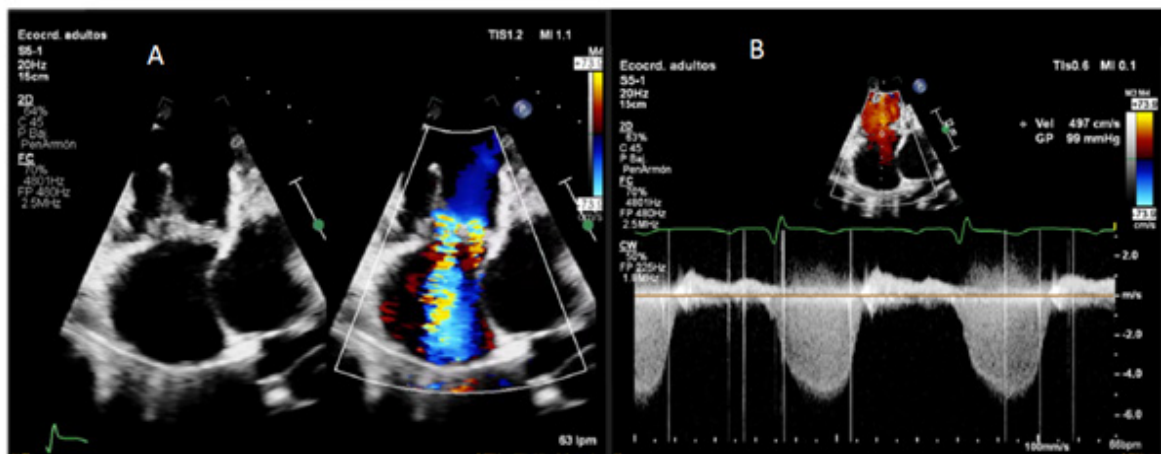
A) La válvula tricúspide displásica con valvas engrosadas y elongadas, sin estenosis con insuficiencia severa. B) El espectro doppler, parabólico completo y denso con un gradiente máximo de 99 mmHg que permite estimar una presión sistólica de la arteria pulmonar de al menos 114 mmHg.
